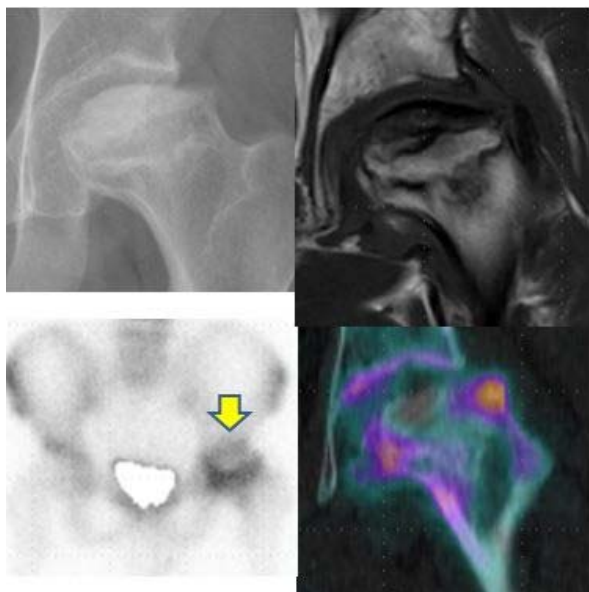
Stage 3b 症例。右上:単純 X 線像, 左上: MRI T1 強調像, 右下: 骨シンチグラフィ像, 左下: SPECT/CT 像。
